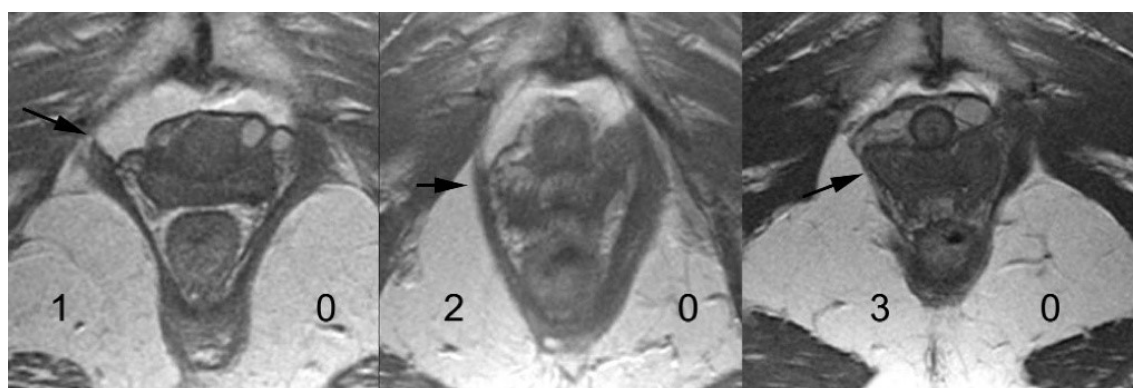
RMN: la flecha señala un defecto del segmento pubovisceral del músculo elevador del ano (de menor a mayor grado, de izquierda a derecha) (158).
